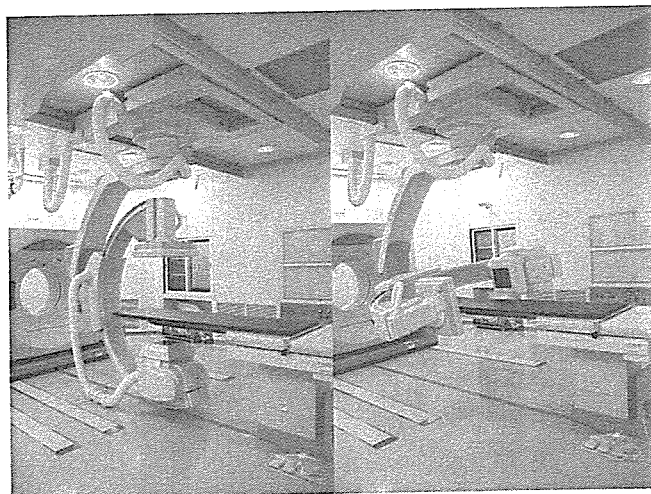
b FPDによる、コーンビームCTを含めた撮影が可能
